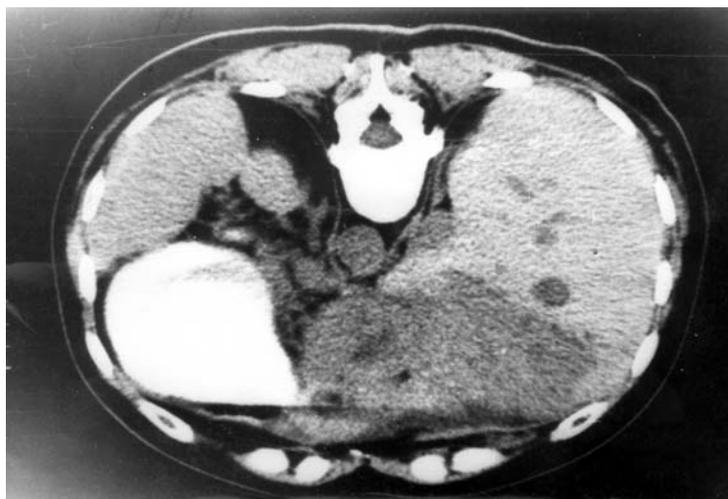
Компьютерная томограмма. Первичный рак правой доли печени с внутриорганными метастазами.
